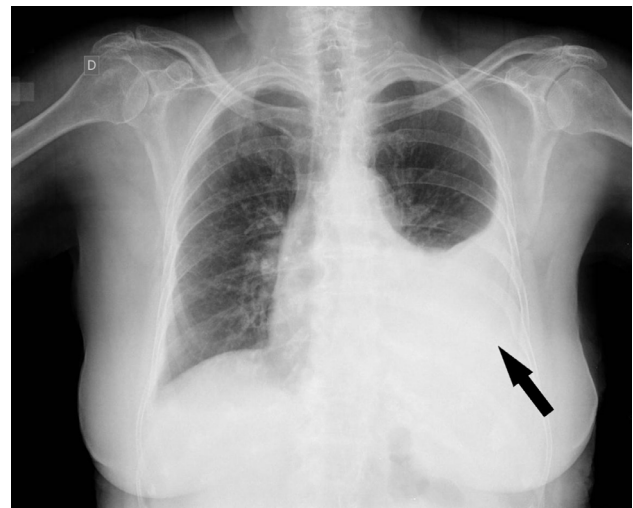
Radiografía de tórax en proyección anteroposterior, en la que podemos apreciar marcado derrame pleural en hemitórax izquierdo (flecha).
